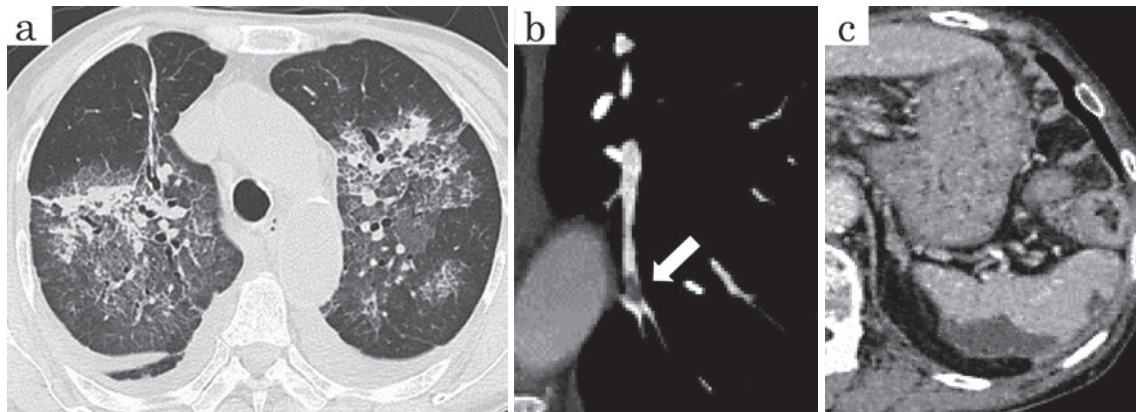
入院後の胸腹部画像検査。(a)肺胞出血時胸部単純CT。両側上中肺野を中心としたすりガラス様陰影が出現。(b)胸部造影CT。左肺動脈A¹⁰に血栓を認めた。(c)腹部単純CT。脾梗塞と脾動脈本幹の狭細化/閉塞を認めた。
